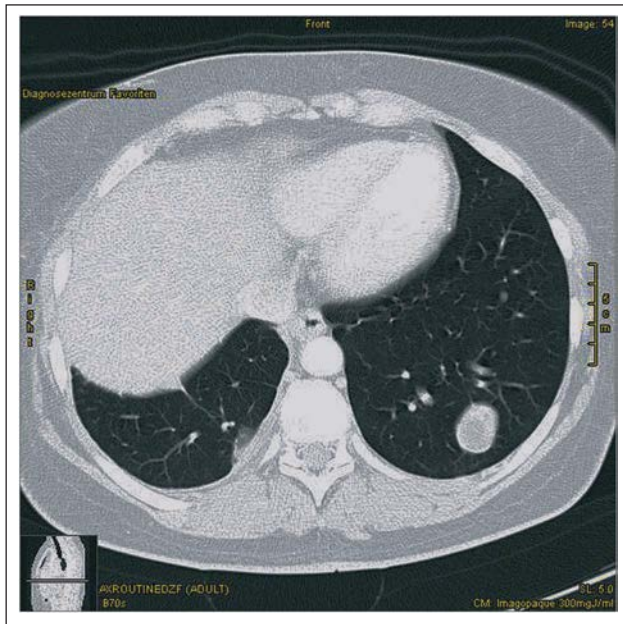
Thorax-CT mit solitärer Metastase im linken Lungenunterlappen.
